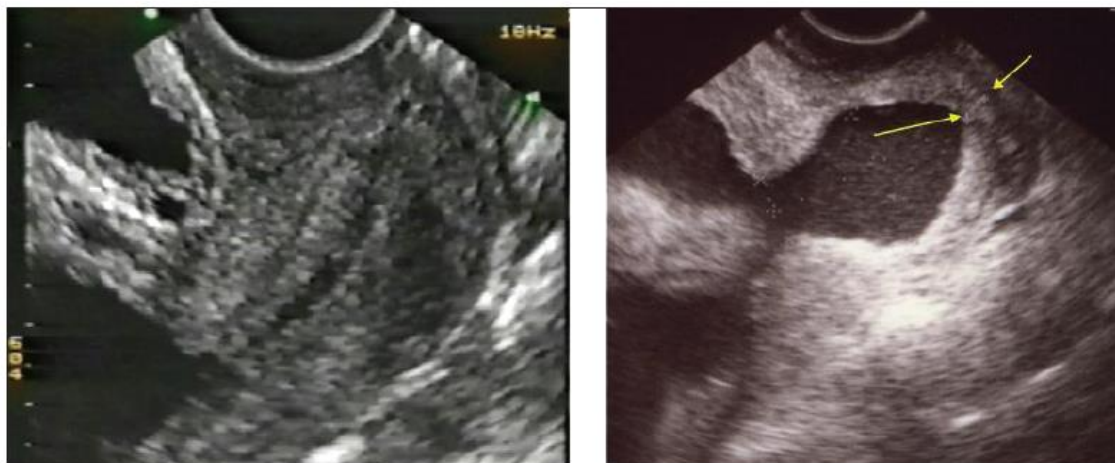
Ultrassonografia endovaginal: colo uterino longo (à esquerda), colo uterino curto (à direita)
